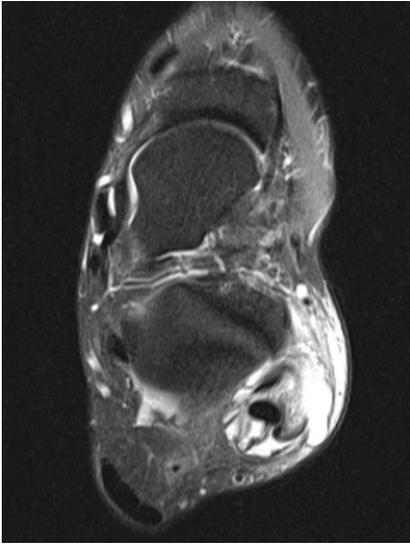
▲ Axialer MRT-Schnitt, T2-Turbo-Spin-Echo-Sequenz, mit Ergussbildung der peronealen Sehnenscheiden
